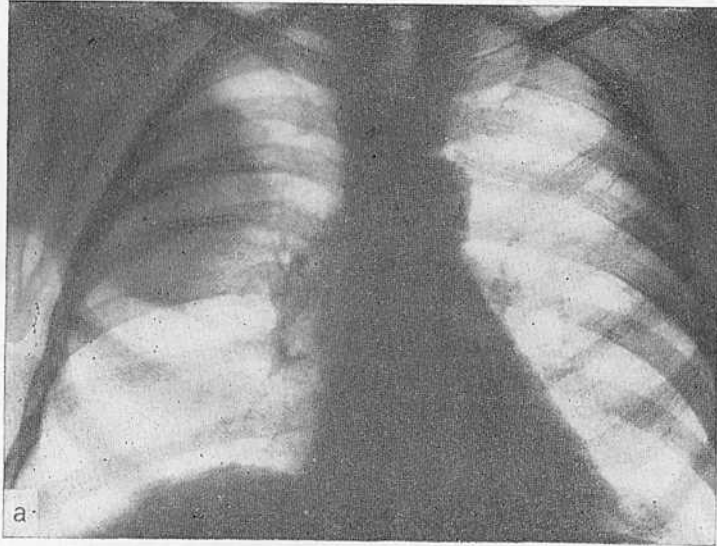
Рентгенограмма больного М. Хронический абсцесс верхней доли правого легкого.
